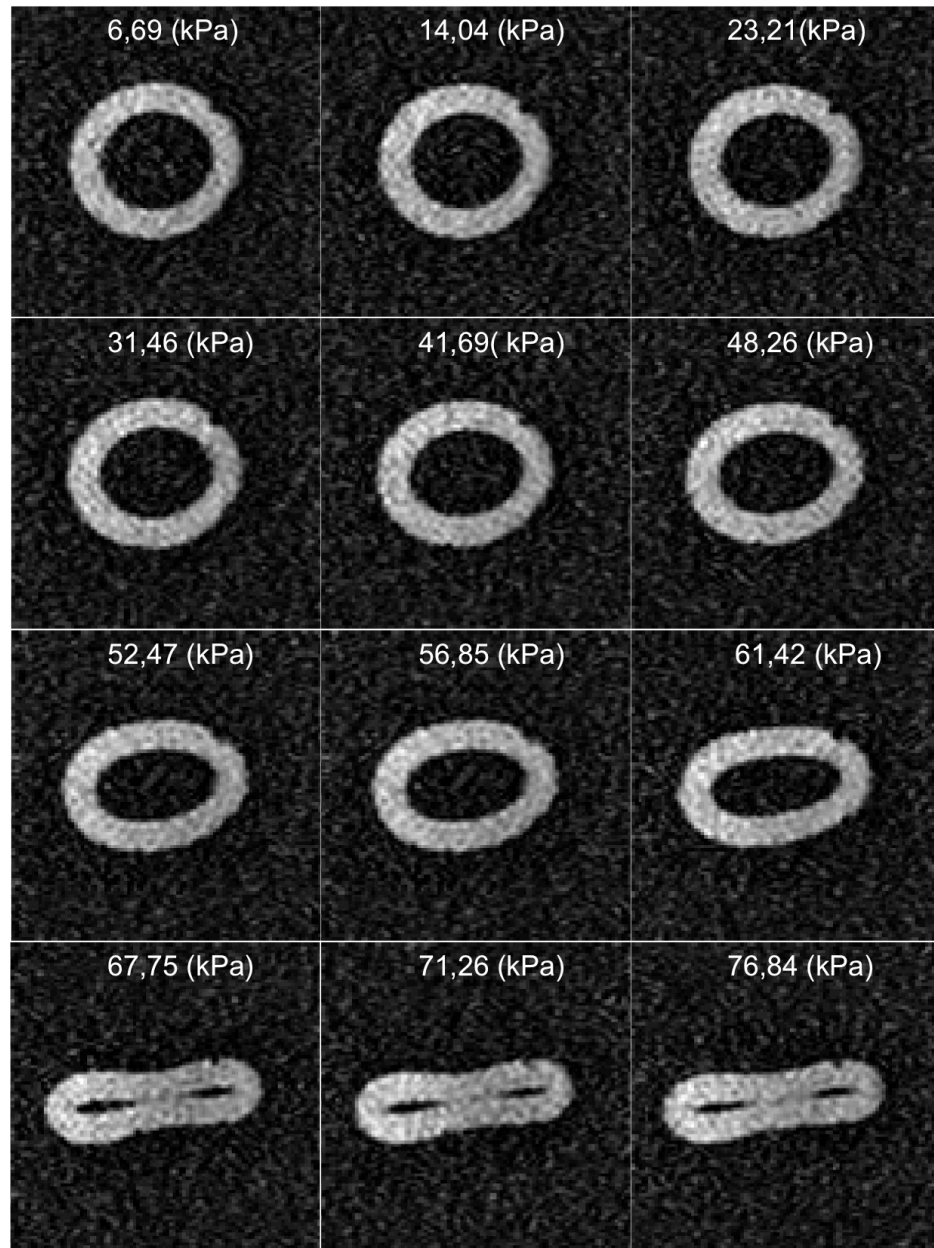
Coupes axiales d'un tube compliant obtenues par IRM en fonction de la pression externe appliquée (de 6,69 kPa à 76,84 kPa). Les valeurs de pression appliquées sont mentionnées sur les images.
